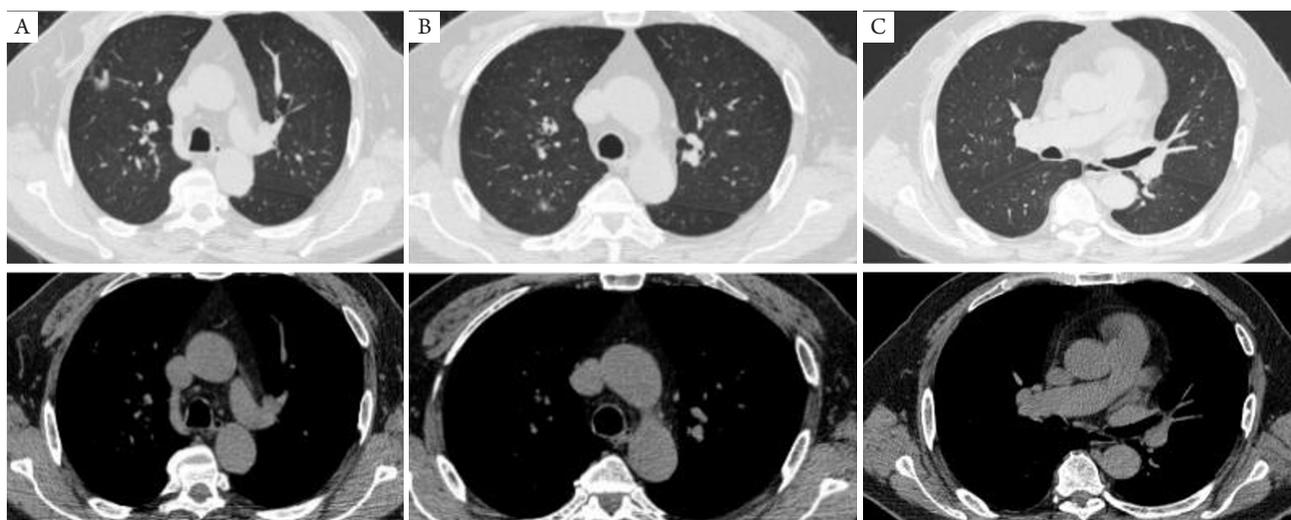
术前胸部CT。A：右肺上叶前段磨玻璃结节；B：右肺上叶后段磨玻璃结节层面；C：微小结节层面。图中肺窗及纵隔窗选取相同层面
